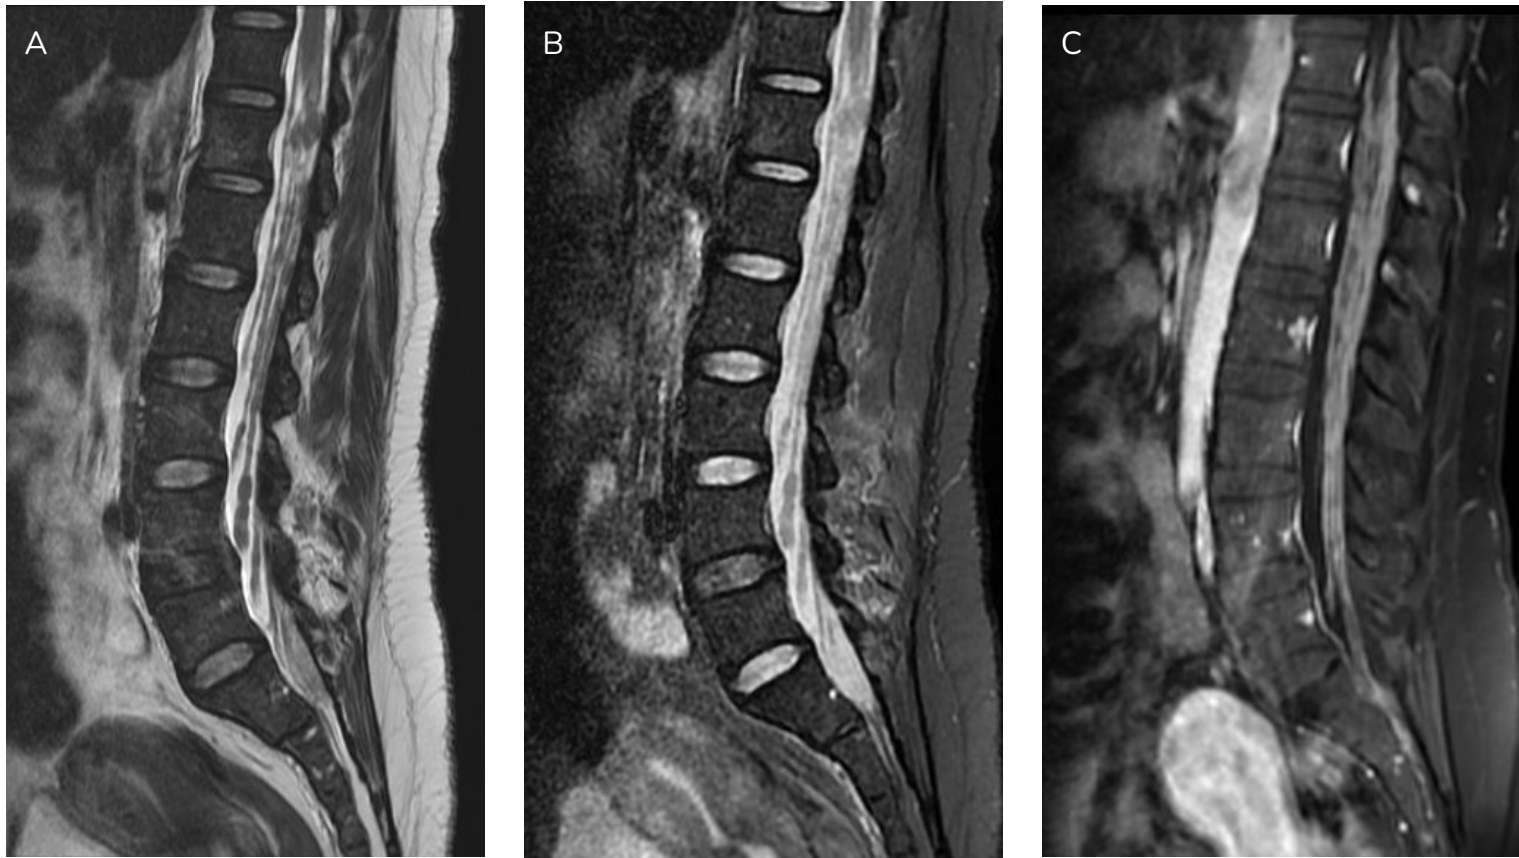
Corte sagital de RM de columna lumbo-sacra, secuencia T2 (a), STIR (b) y T1 con contraste (c). Engrosamiento nodular de las raíces de la cola de caballo que se muestra isointenso en T2, con realce tras la administración de contraste IV y extensión leptomeníngea (patrón de “sugar coating”). Los hallazgos resultan compatibles con carcinomatosis leptomeníngea.
